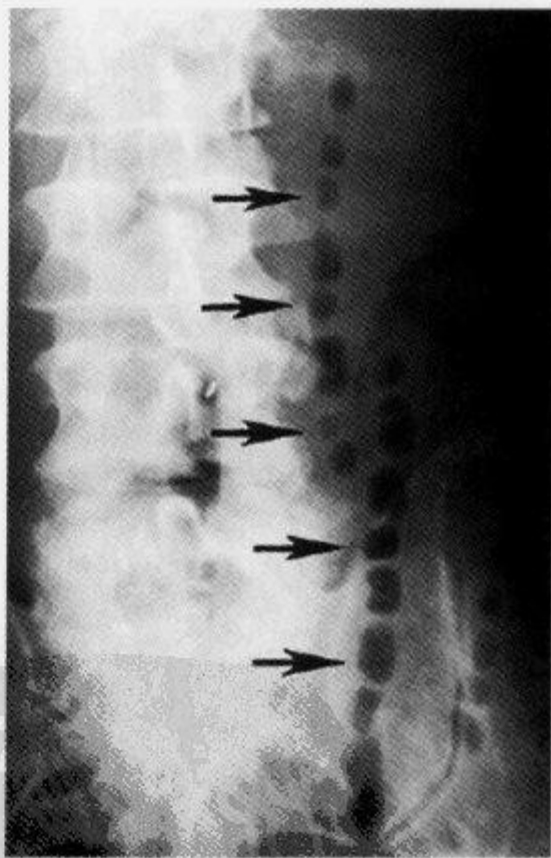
左侧水平卧位 X 线平片示“珠链征”
